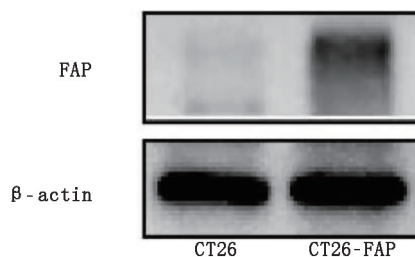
采用蛋白质印迹法检测 CT26 细胞和 CT26-成纤维细胞激活蛋白(FAP)细胞中的 FAP 表达
